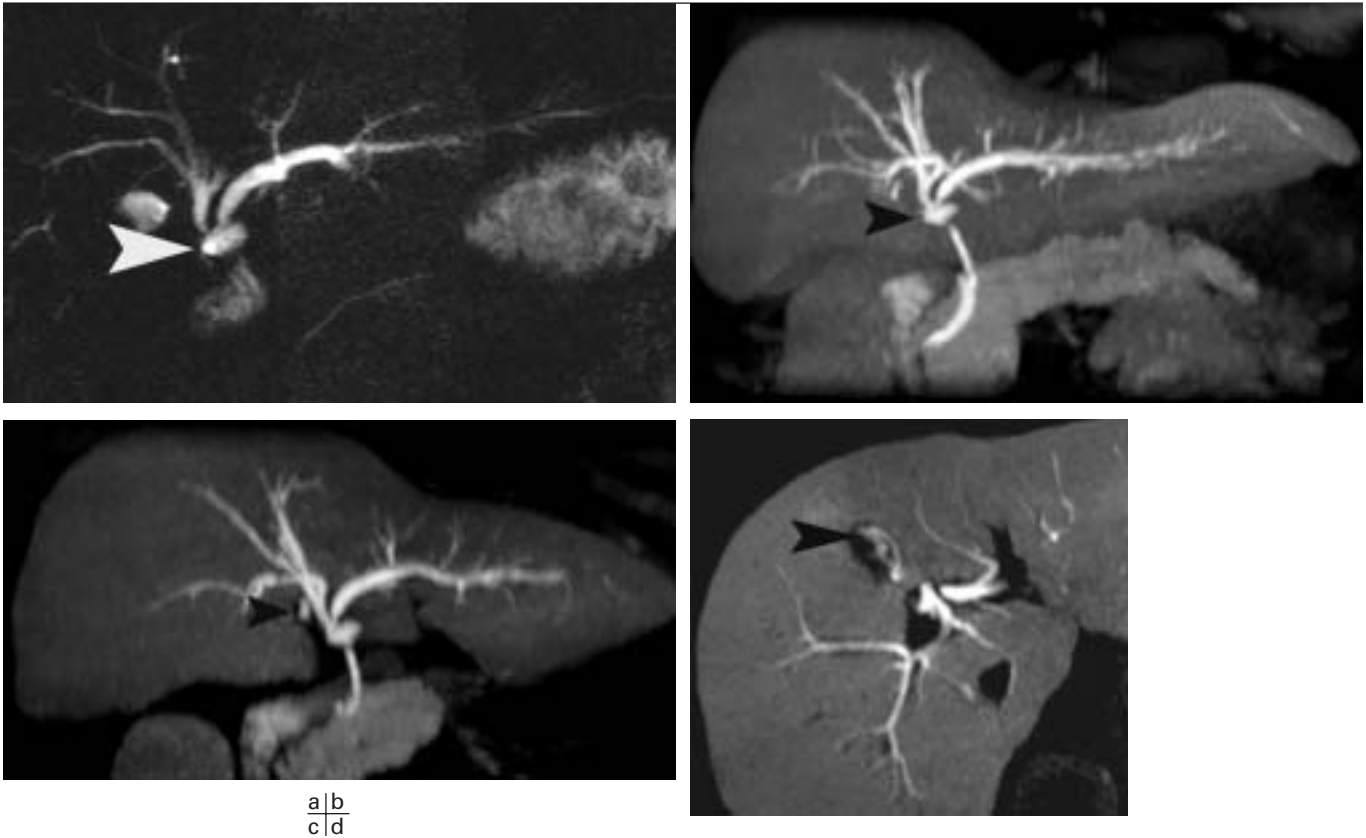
Patiente 42 ans. J3 post opératoire d'une cholécystectomie sous coelioscopie. Collections du hile et de la loge de cholécystectomie vues en échographie. Suspicion de fuite biliaire.
